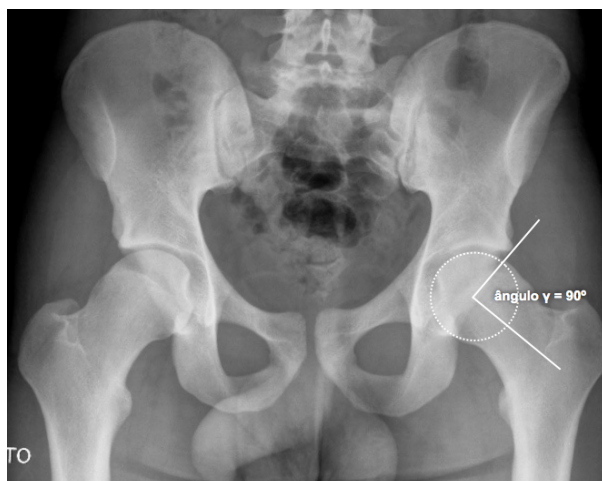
A extensão e a localização da deformidade *cam* podem ser muito variáveis. Esta radiografia mostra uma deformidade bilateral muito importante, com extensão lateral claramente visível na incidência ântero-posterior da bacia, quantificável utilizando a medida do ângulo gama (γ).
